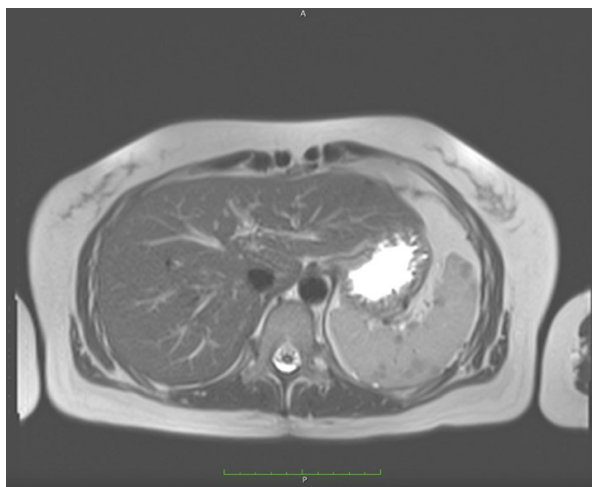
МРТ селезенки, режим T2
